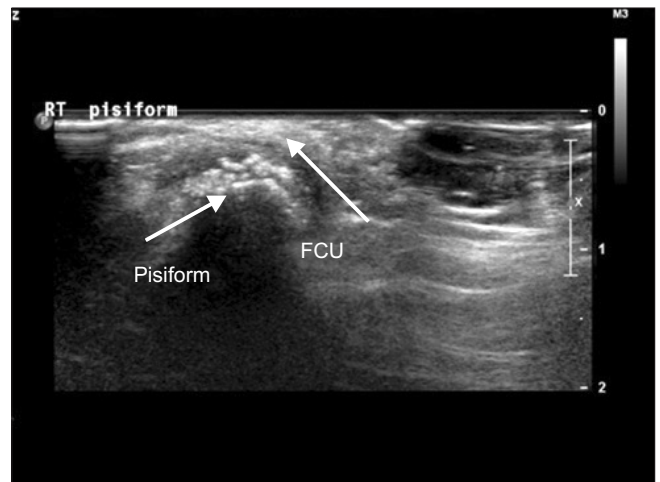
Longitudinal ultrasound image of the flexor carpi ulnaris (FCU). Irregular calcifications around FCU tendon insertion site of the pisiform is shown.
